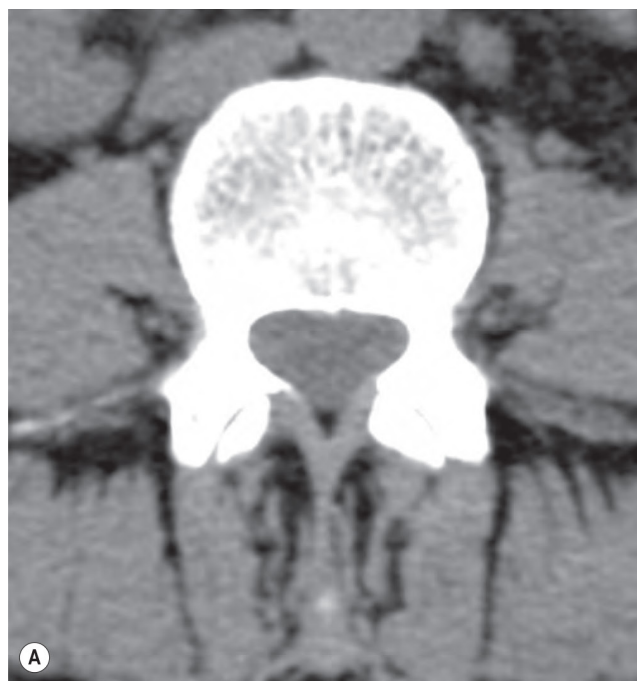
Reformatted Computed Tomography Images. Axial (A) using a soft-tissue window, sagittal (B) using a bone window and three-dimensional (3D) reformatted computed tomography (CT) images ((C) and (D)). CT imaging allows reconstruction in virtually every anatomical plane as well as 3D reformations (C). As image (D) shows also, cuts (e.g. left cut) are possible on the 3D images to obtain a 3D view of the spinal canal (D).
